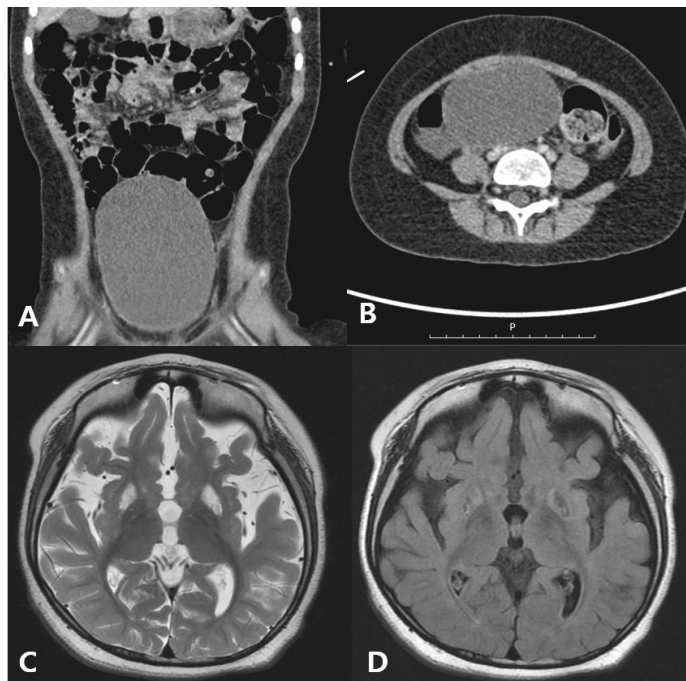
Abdominal CT (A and B) showing markedly distended urinary bladder without definite obstructive lesions and gaseous dilated large and small bowel loops. Brain magnetic resonance axial images showing symmetrically increased signal intensities in bilateral putamen and caudate nuclei with volume loss on T2 (C) and FLAIR (D) images.
